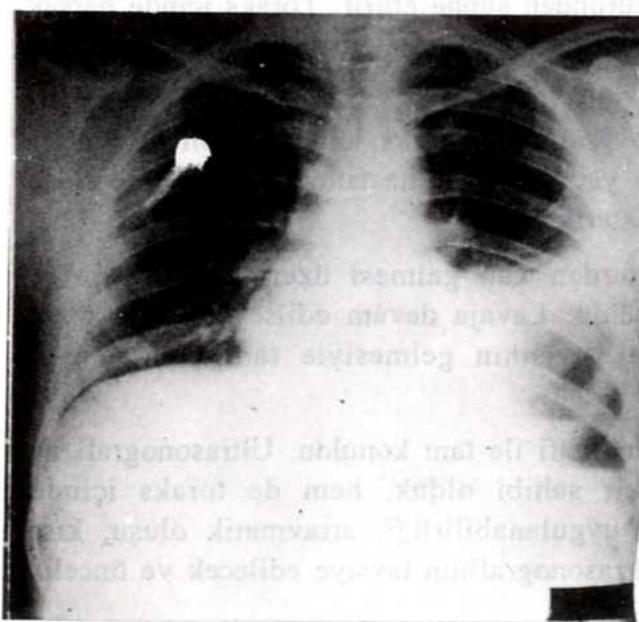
Olgu III PA Akciğer grafisi
